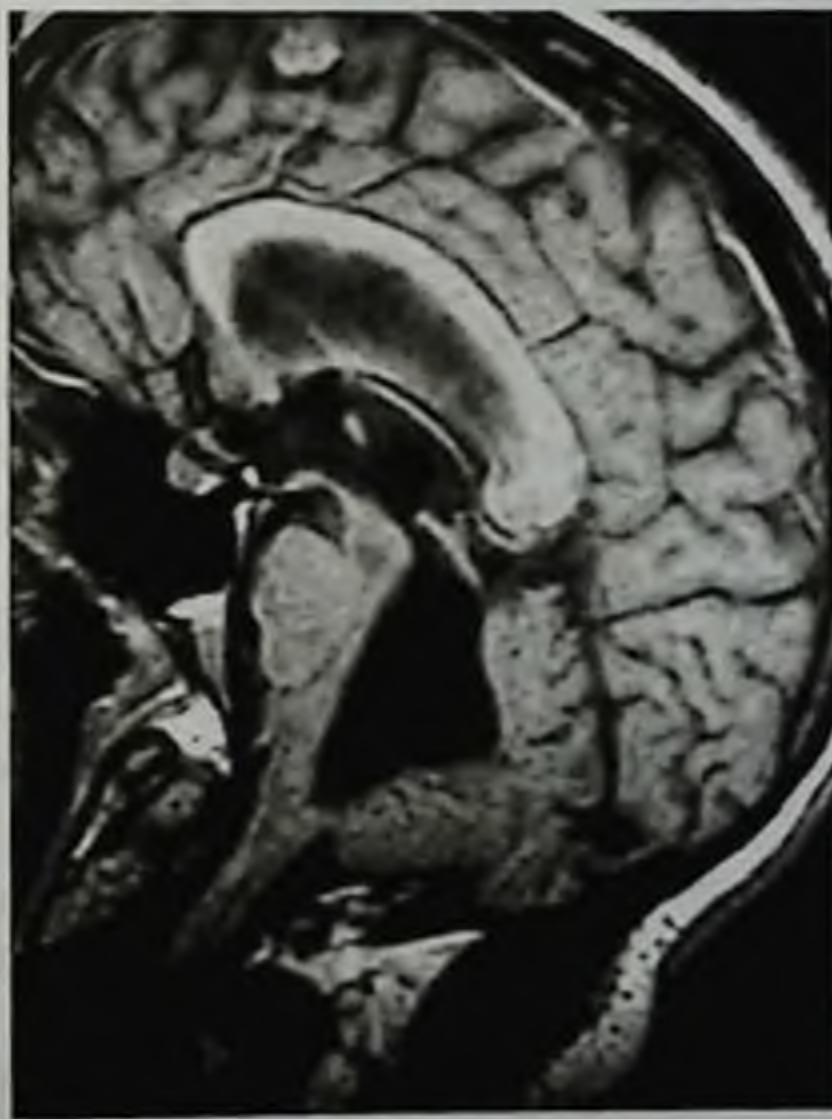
Атрезия отверстий Мажанди и Лушки (аномалия Денди–Уокера). Расширены все отделы желудочковой системы. Магнитно-резонансная томограмма, T1-взвешенное изображение
